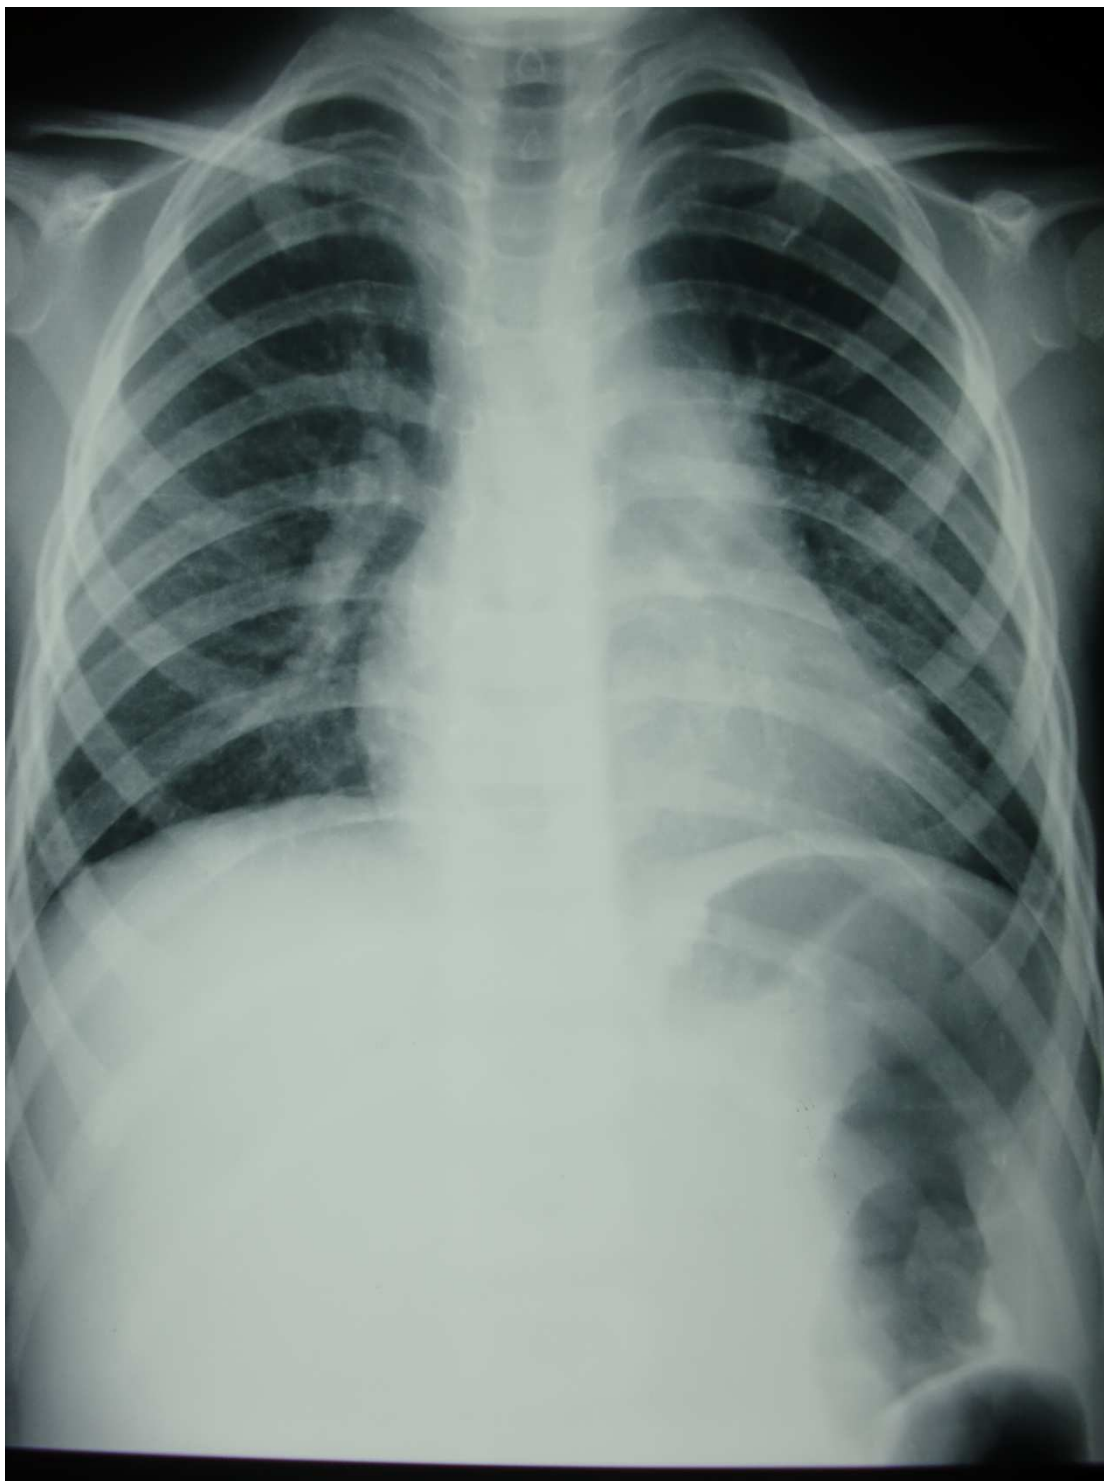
Radiographie thoracique de la même patiente en préopératoire
